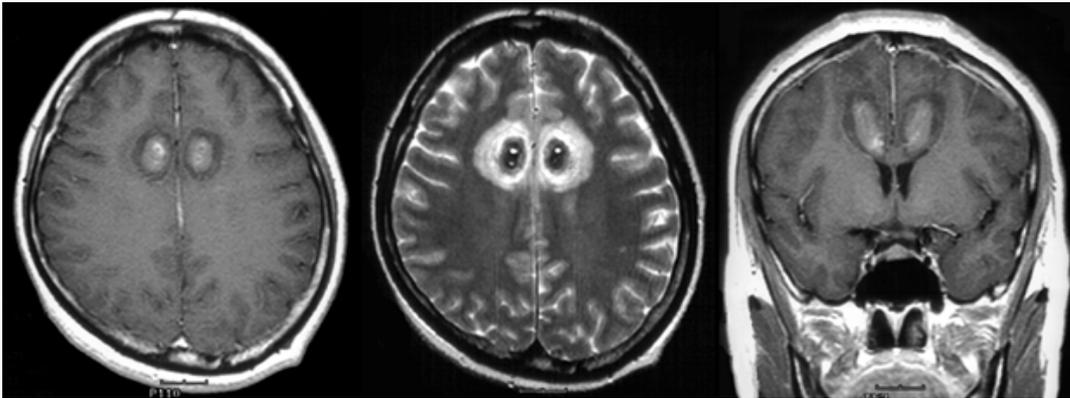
뇌정위적 대상회절제술 후 MRI 소견.
